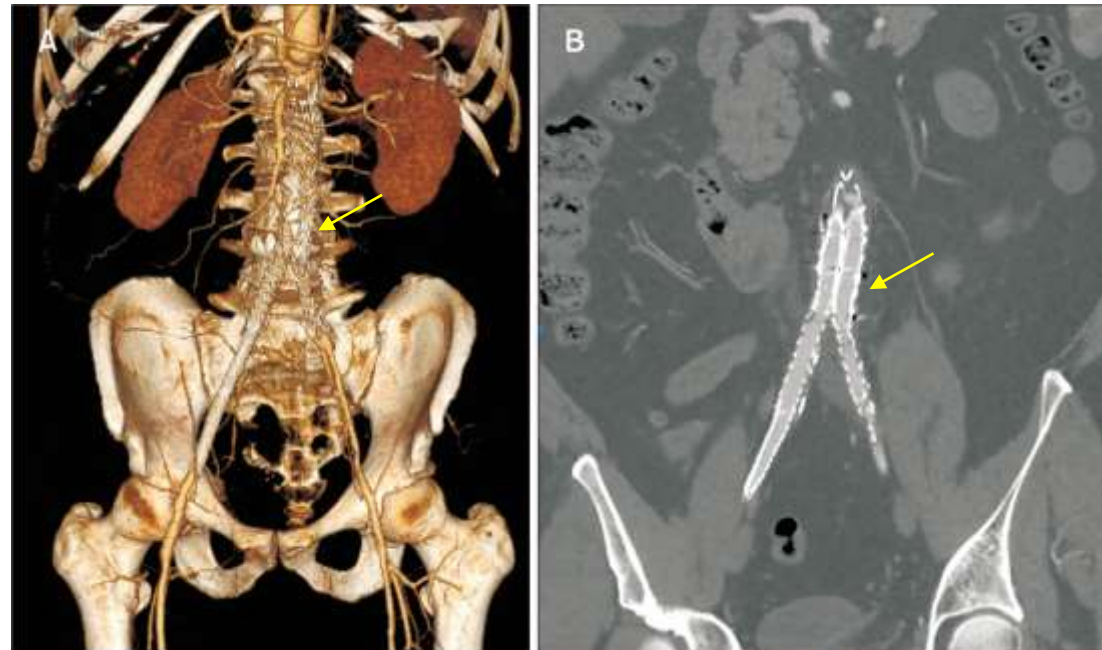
a. Imagen de reconstrucción tridimensional en corte coronal con stent bifurcado (flecha amarilla). b. TC abdominal con CIV en fase arterial en corte coronal con stent bifurcado (flecha amarilla).
